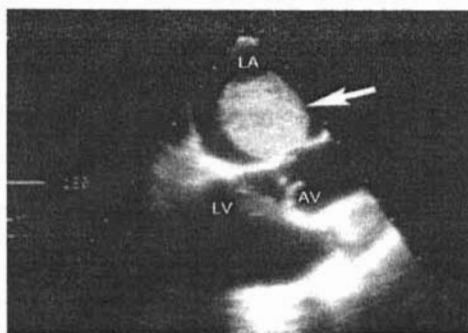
Ecocardiograma Transesofágico que demuestra mixoma auricular izquierdo, lobulado, heterogéneo, con pedículo en la fosa oval. Ref 90.
